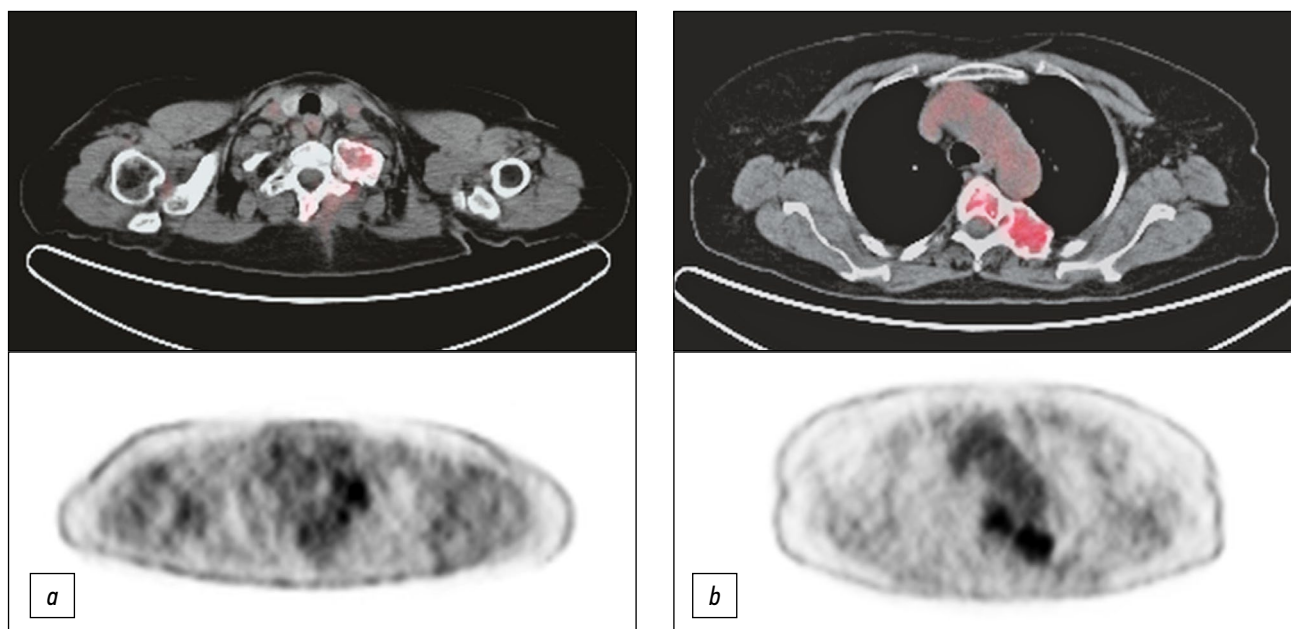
Позитронно-эмиссионная и компьютерная томография с применением фтордезоксиглюкозы (ПЭТ-КТ с ^{18}F -FDG) демонстрирует повышенное поглощение трассера в задней дуге первого левого ребра (a), пятом грудном позвонке и задней дуге соответствующего ребра слева (b).
